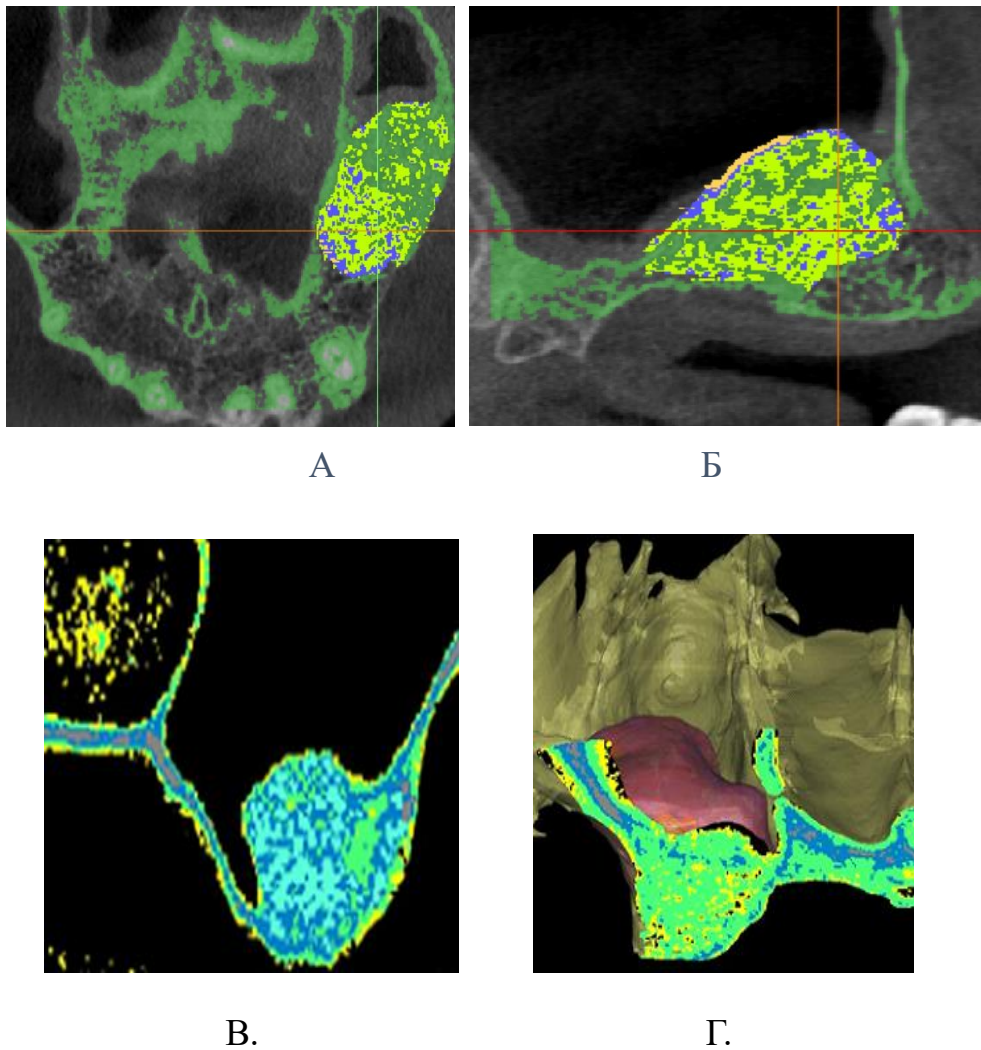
Мозаїчна структура кістки в ділянці пересадки ККТ через 6 місяців після LSFA. Рентген-денситометричний аналіз, представлений в кольорових градієнтах
